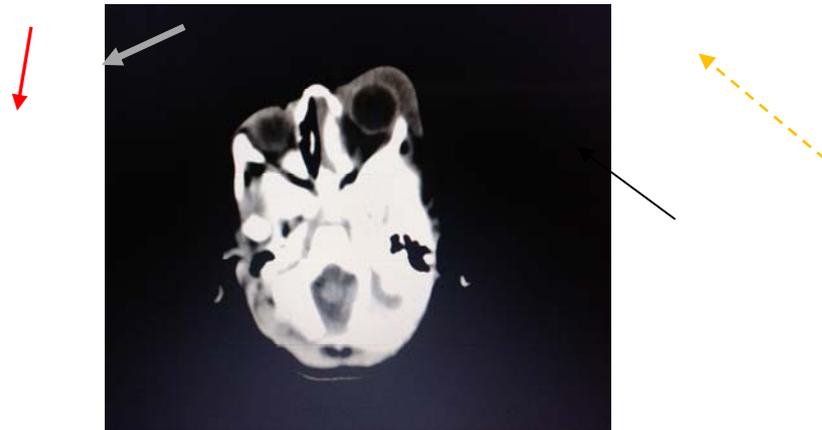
Hallazgos en el estudio con tomografía computadorizada.
